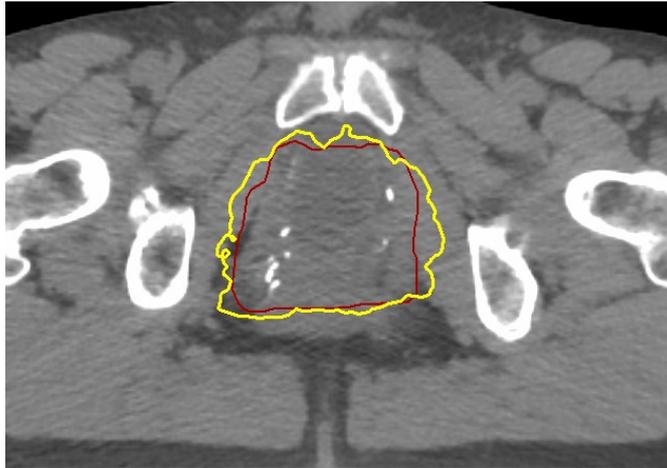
CT-Bild axial mit PTV und 95% Isodose auf Höhe Anastomose bzw. ehem. Prostata
